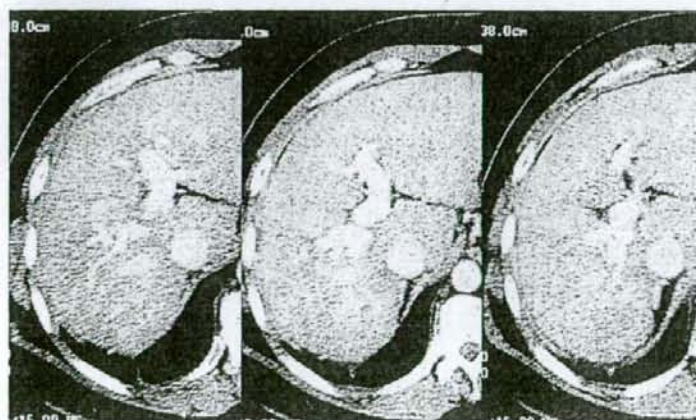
Computed tomography was taken after chemotherapy. Portal vein tumor thrombosis disappeared.
